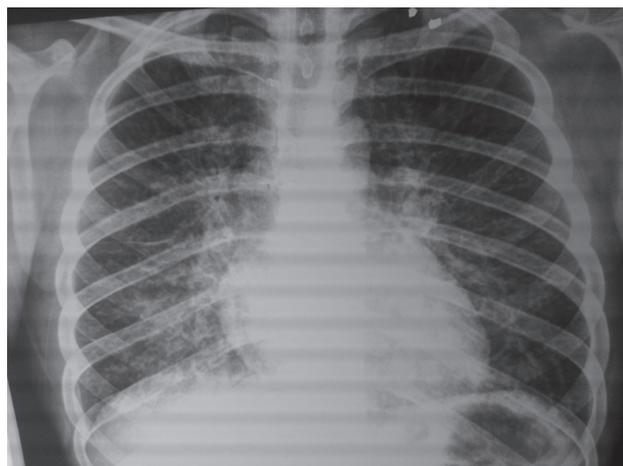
Radiografía de tórax. Evidencia de ocupación intersticial reticular difusa con cardiomegalia.
